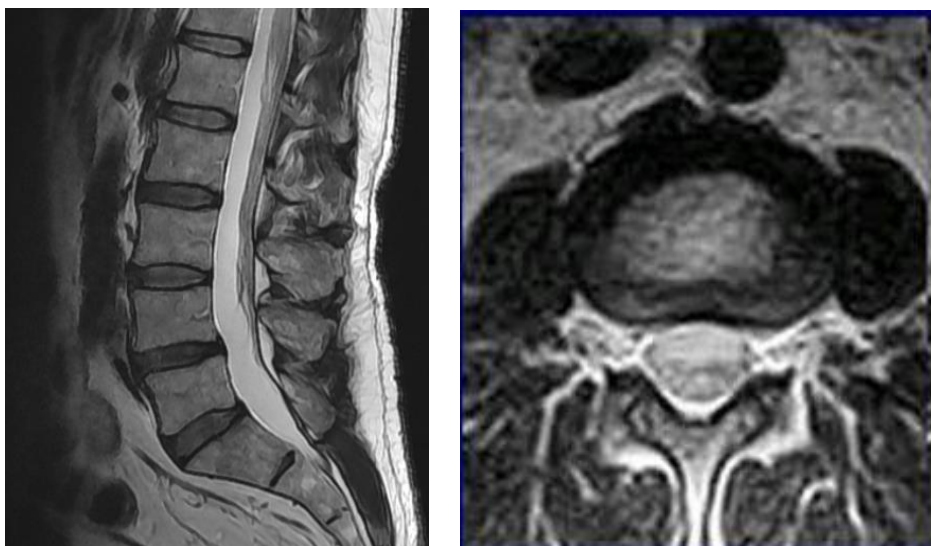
МРТ сагітальний скан нормальних поперекових МХД
